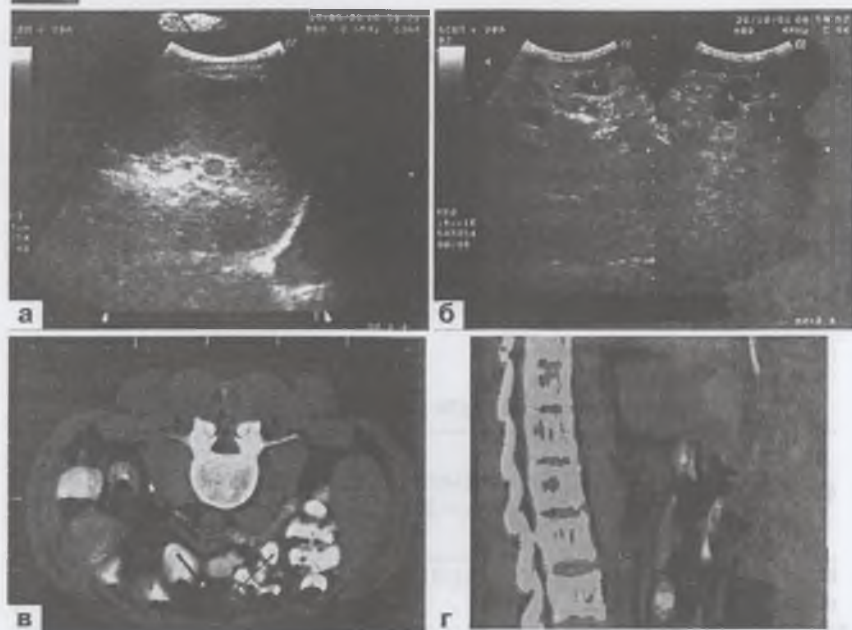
а — УЗИ-диагностика добавочной селезенки; б — УЗИ-диагностика ауто-трансплантационного спленоза брюшной полости; в — КТ-диагностика ауто-трансплантационного спленоза; г — КТ-диагностика ауто-трансплантационного спленоза
